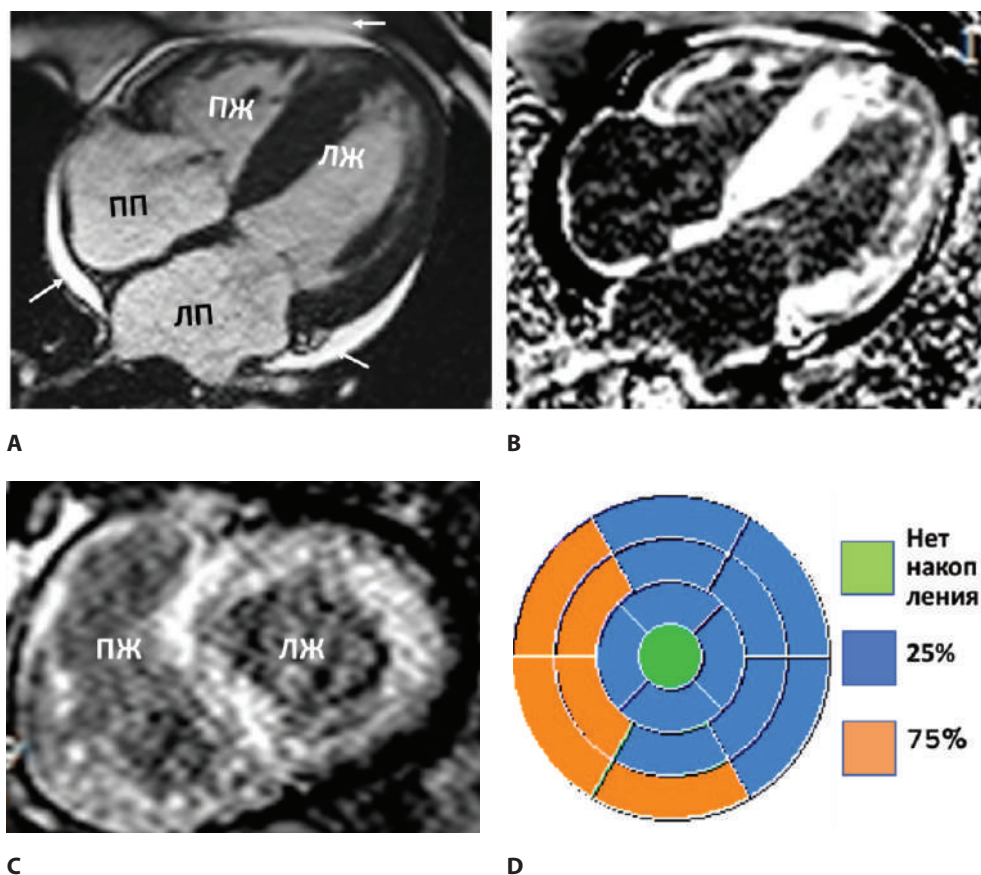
Результаты МРТ-сканирования TTR-генотип-положительного пациента Л. с верифицированной ATTRv-КМП
